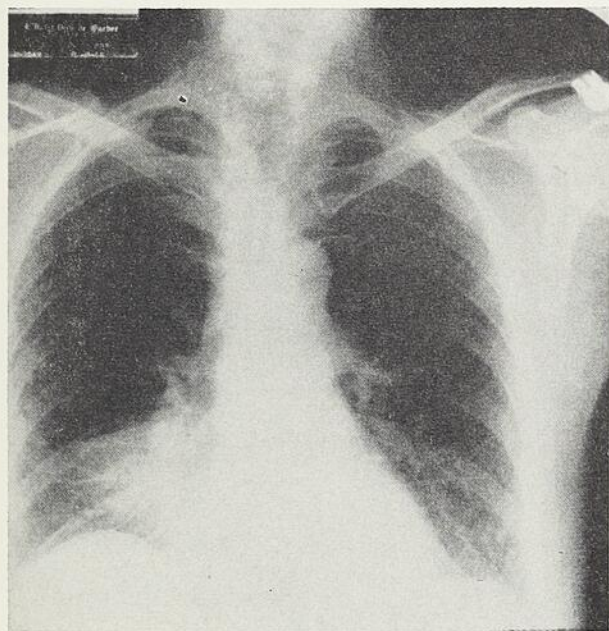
Radiographie pulmonaire (cas 1). Opacité au lobe moyen.
